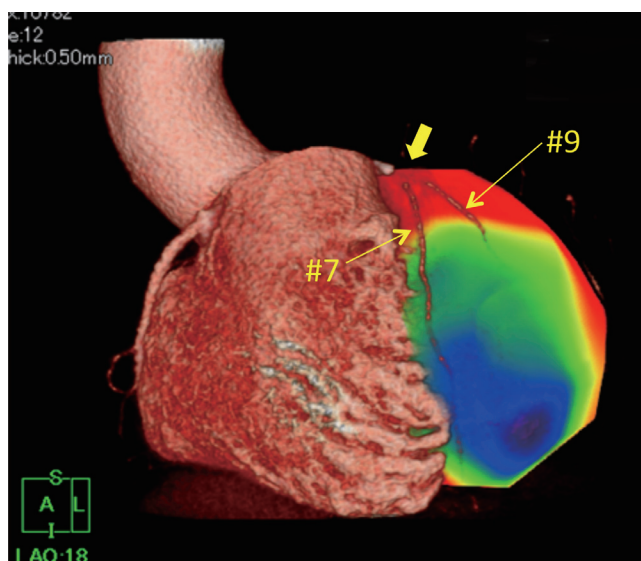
図2症例の冠動脈 CT と負荷 PET の融合画像
